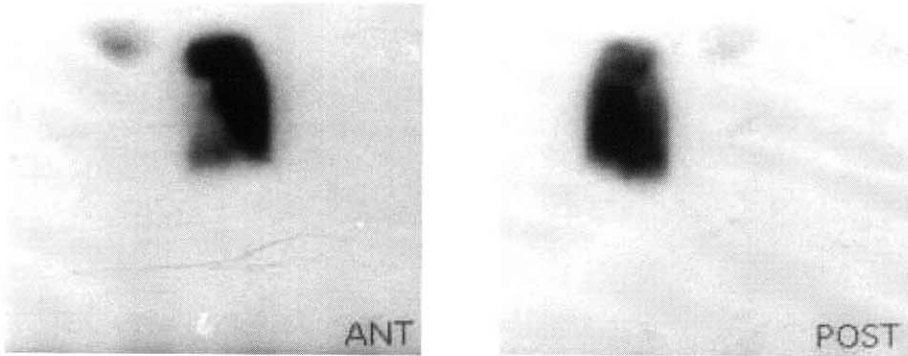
Perfusion scintigraphy (anterior and posterior view) scans show an absence of perfusion into the right lung. The appearance is nonspecific and could be due to a pulmonary artery obstruction from any cause.
